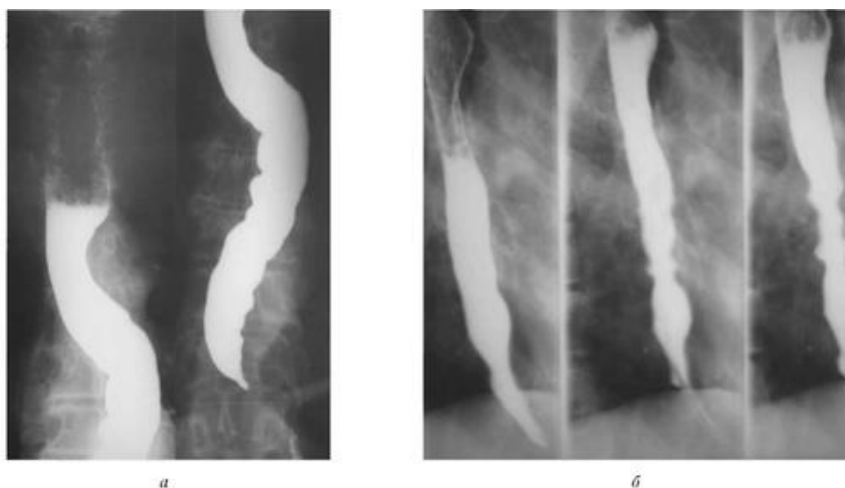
Прицельные рентгенограммы пищевода: *а* - в прямой проекции; *б* - средней и нижней 1/3 пищевода в косой проекции
